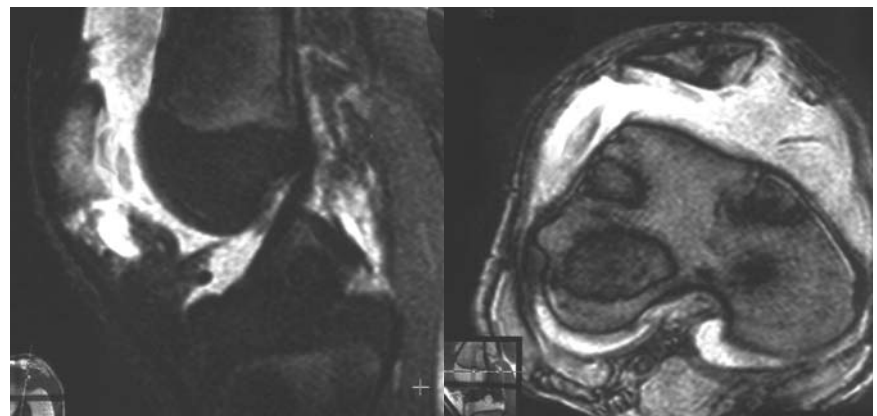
▲ Arthrographieeffekt im MRT (Ausschnitt, sagittale Schnittführung). Durch intraartikulären Erguss werden die einzelnen Kniebinnenstrukturen besser differenzierbar, z. B. Einrisse in der Knorpeloberfläche. Hier posttraumatische Arthrose mit wiederholtem Knie trauma (Patellaluxation, Knorpelflake, Hämatom)
